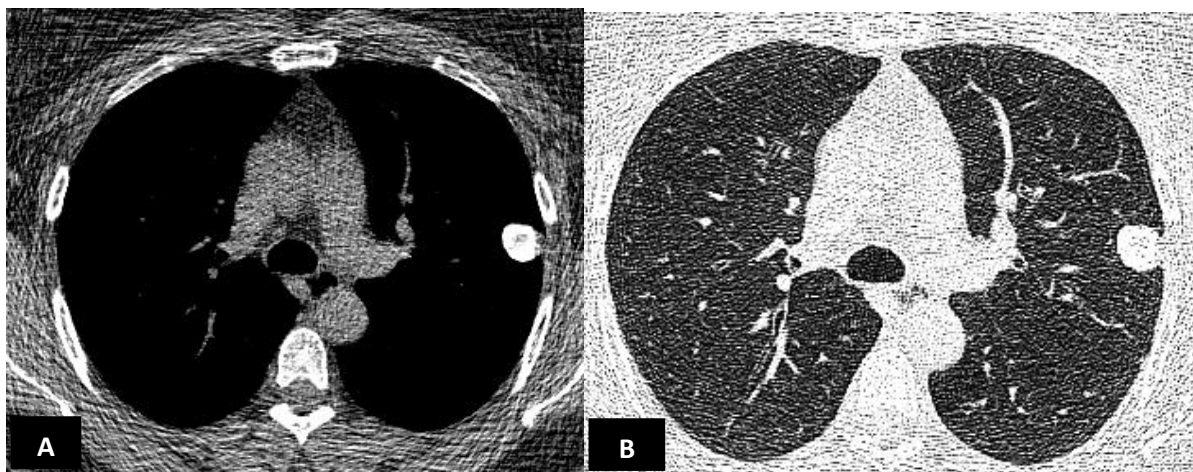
Tomografía pulmonar de baja dosis en reconstrucción axial con nódulo en lóbulo superior derecho. A. Ventana para mediastino donde se aprecia calcificación. B. Ventana para pulmón, el nódulo es de aspecto sólido con bordes lisos y definidos, compatibles con granuloma.
